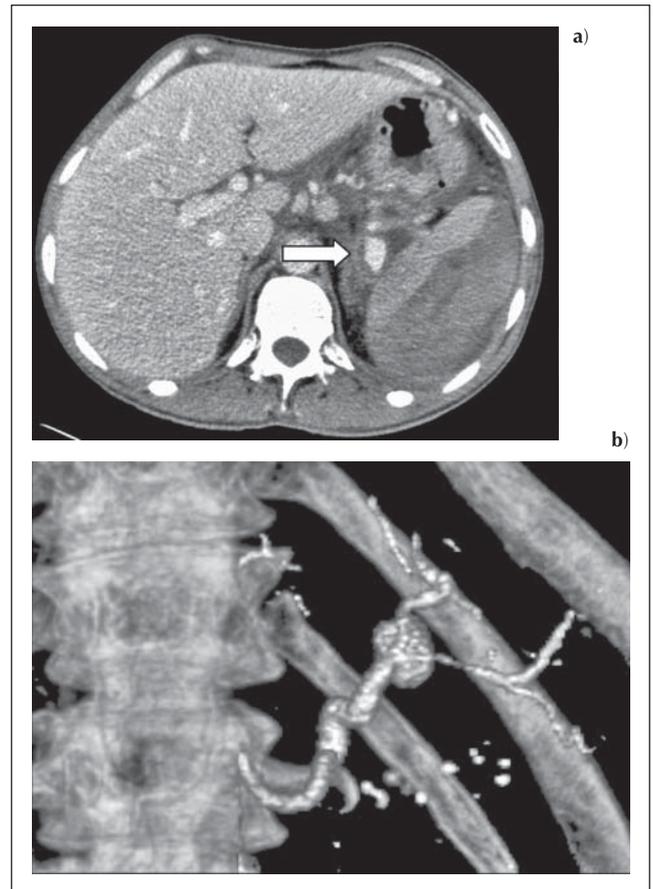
a) Die Milz ist durch ein geschichtetes, subkapsuläres, ventral rupturiertes Hämatom massiv vergrößert (CT 20.1.2007, venöse Phase). Gegenüber der Leber ist die Durchblutung der Milz vermindert. Das Pseudoaneurysma (→) ist größenprogredient. b) Die Gefäßrekonstruktion zeigt das Pseudoaneurysma und die distal davon nur noch dünne A. lienalis.
